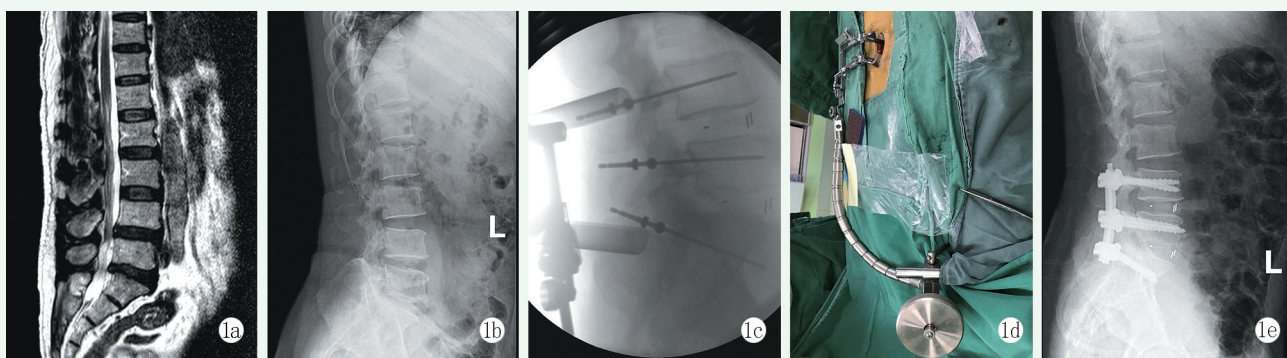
患者，男，52 岁，L4~S1 椎管狭窄症伴腰椎失稳，行 L4/5、L5/S1 MIS-TLIF 1a: 术前矢状面 MRI 显示 L4/5、L5/S1 椎间盘变性突出，压迫脊髓，相应椎管狭窄 1b: 术前腰椎 X 线片示腰椎生理曲度变直，L5 椎体失稳；1c: 术中置入椎弓根钉导针透视所见 1d: 术中 Quadrant 通道下手术操作 1e: 术后 2 年腰椎侧位 X 线示椎间隙骨性融合，内置物位置良好
